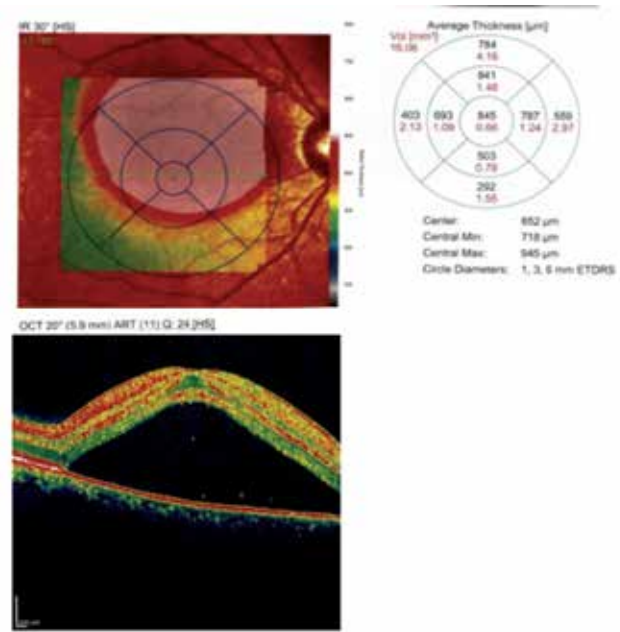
A) Makula bölgesinde yerleşik melanotik lezyon Shields ve ark. tarafından geliştirilmiş TFSOM akronimi (kaynak) yönünden incelenmiş ve tüm risk faktörlerini taşıdığı izlenerek erken evre koroid melanomu lehine değerlendirilmiştir. Bu akronim içindeki F'in (Fluid= sıvı) tespitinde optik koherans tomografiden faydalanılmıştır (Resim 5b)
